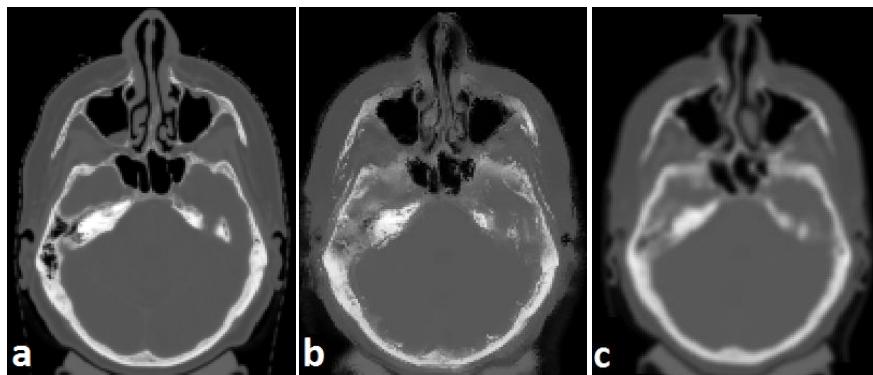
Examples of the generated pCTs compared with the corresponding CT slices in a). b) pCT by the MRint method; and c) pCT by the MRdef method.
